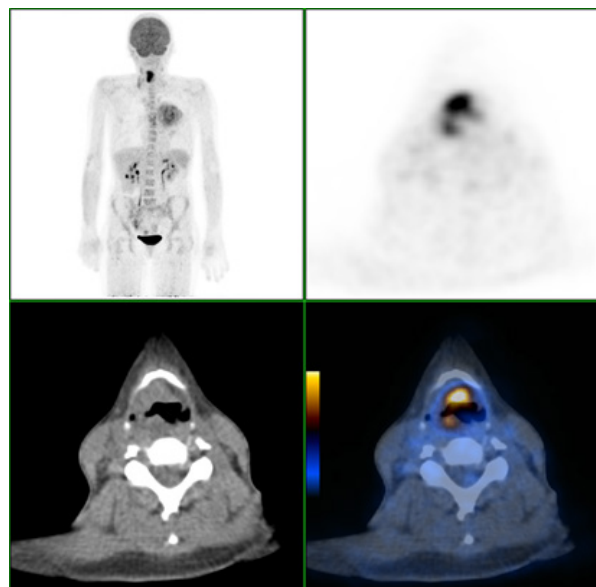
Exame PET/CT com FDG-F18 da doente com carcinoma epidermóide da laringe com metastização ganglionar latero-cervical direita. Sem localizações secundárias a outros níveis.
